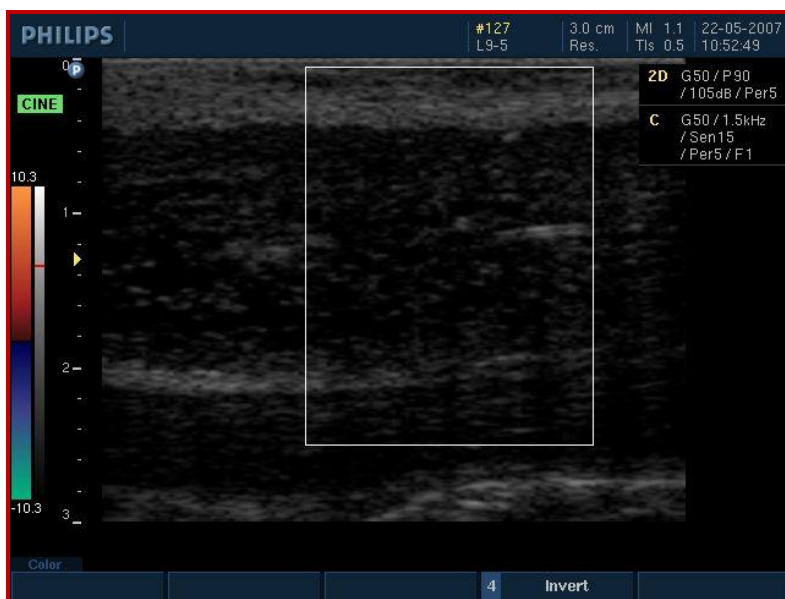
Ecografie peniană. Maladia Peyroni. Vizualizarea plăcii fibroase
